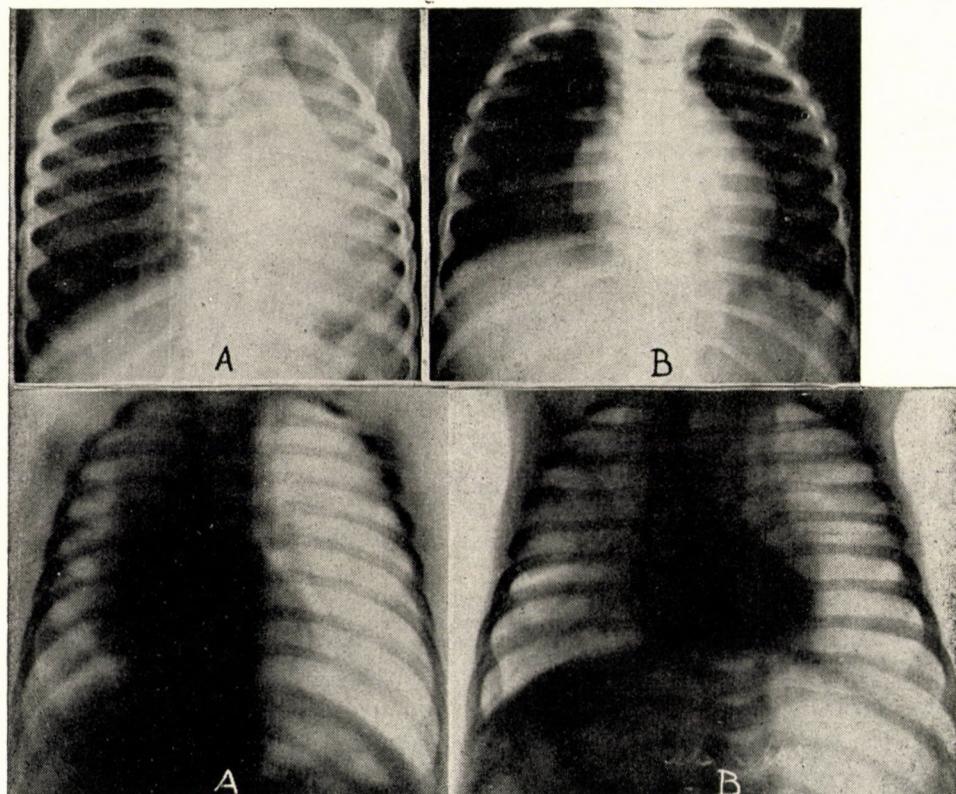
Anteroposterior roentgenograms.
